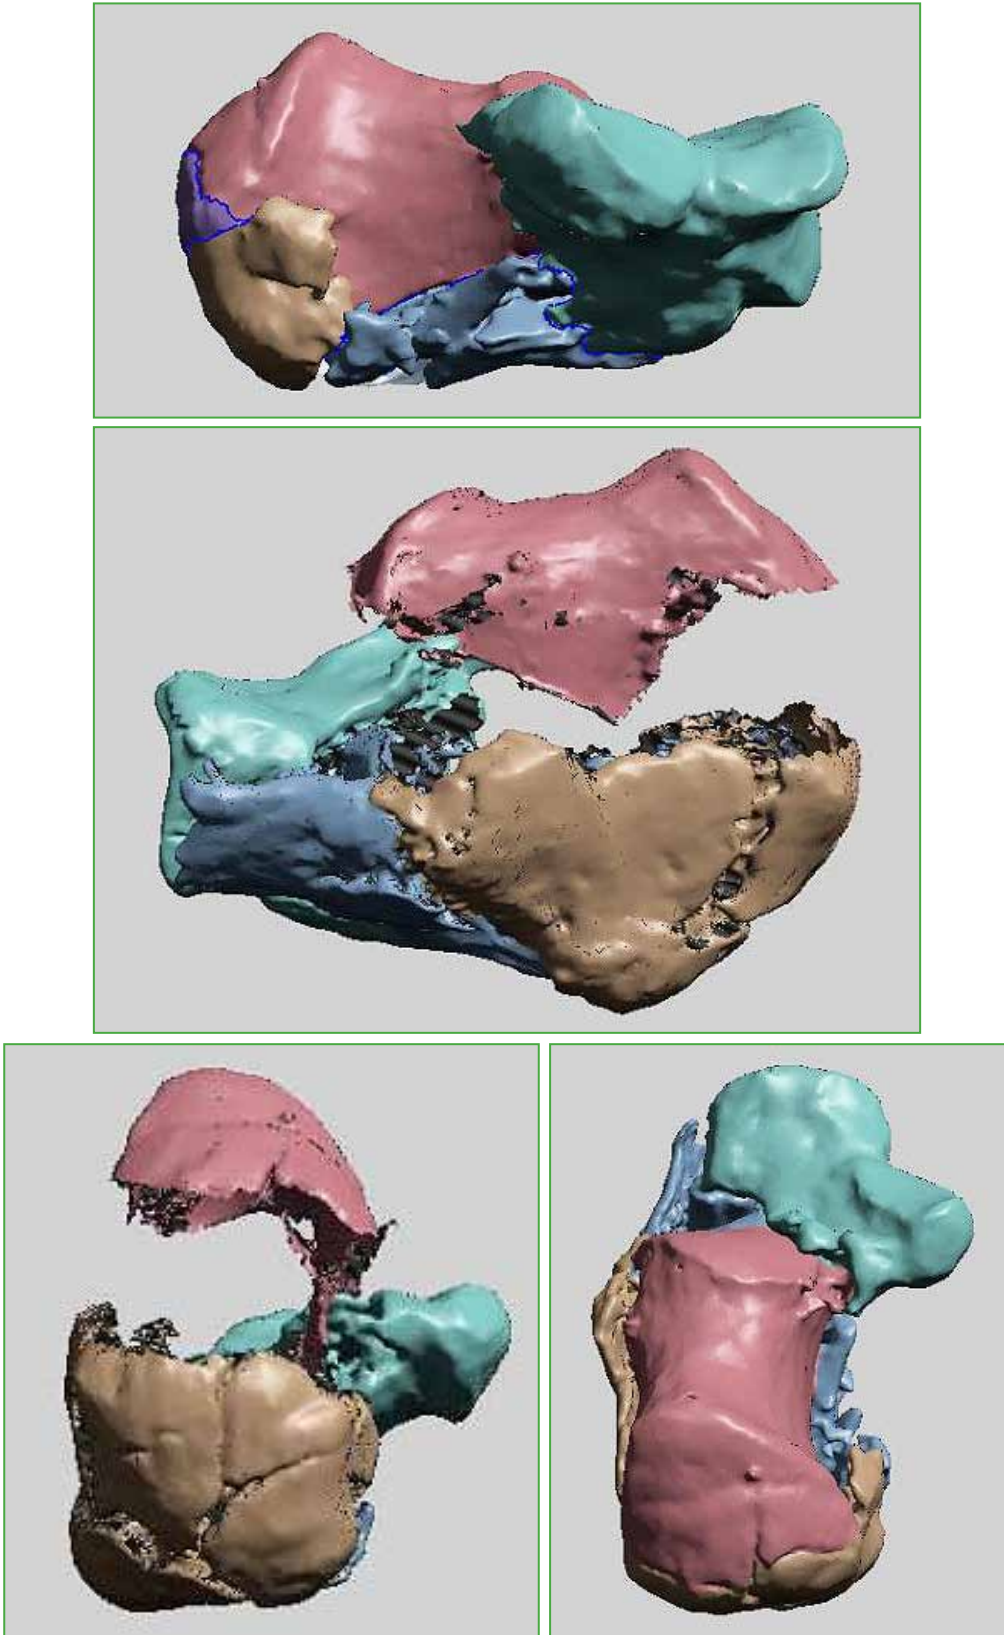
Planificación prequirúrgica con tomografía computarizada 3D.
